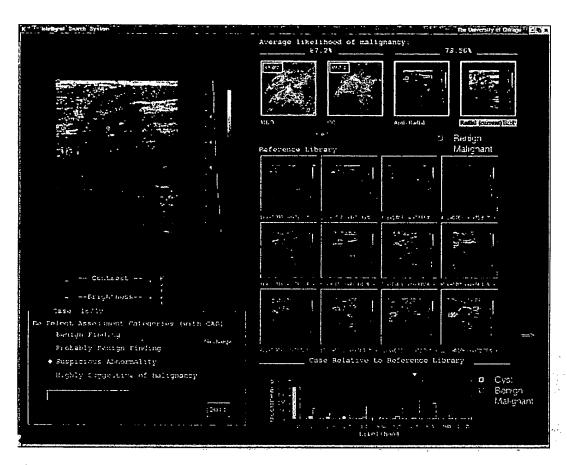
Workstation interface for a malignant case from RSNA 2001. For this malignant case, the computer output estimated an average likelihood of malignancy of 87% and 73% for the mammography and sonography images, respectively. Similar images automatically pulled from the on-line atlas were all malignant.
